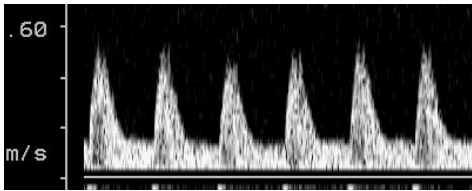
Evaluación doppler
